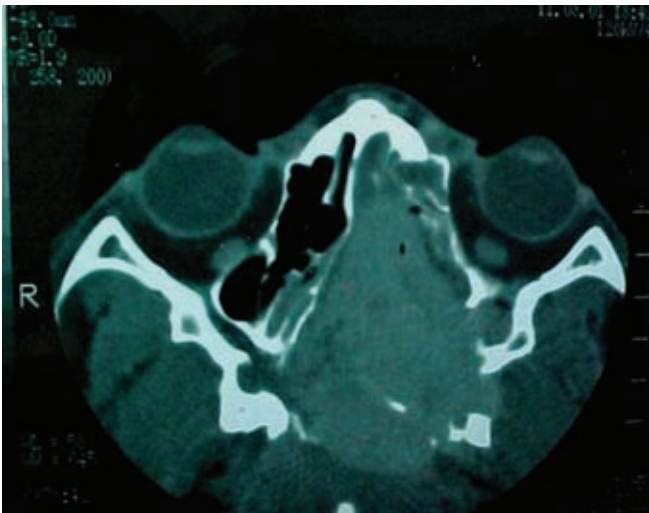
La TC muestra cómo la gran afectación de la cavidad nasal y de la mejilla erosiona el hueso. El tumor desplaza el ojo, pero no hay invasión orbitaria.
